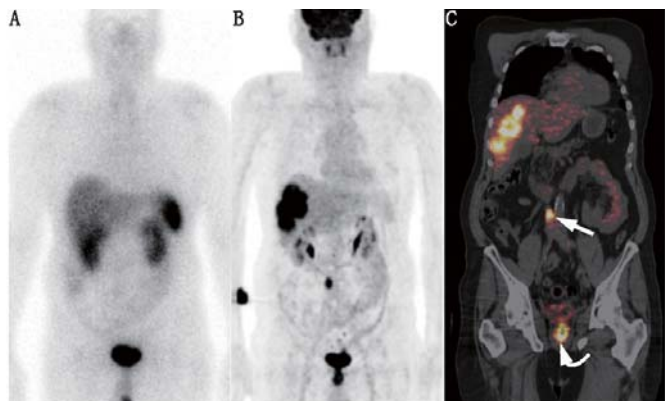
来源不明的 G3 级神经内分泌肿瘤肝转移患者治疗前分子成像示翻转现象的典型图。所示包括¹¹¹In-喷曲肽生长抑素受体 (SSTR) 显像图 (A)、¹⁸F-脱氧葡萄糖 (FDG) PET 显像全身最大密度投影 (MIP) 图 (B) 和 PET/CT 冠状位图 (C)。¹⁸F-FDG PET/CT 显像显示肝脏病变高摄取,并检出原发于直角的肿瘤 (弯箭头示) 和腹膜后淋巴结转移 (直箭头示),但这些高级别病灶在 SSTR 显像中无摄取
